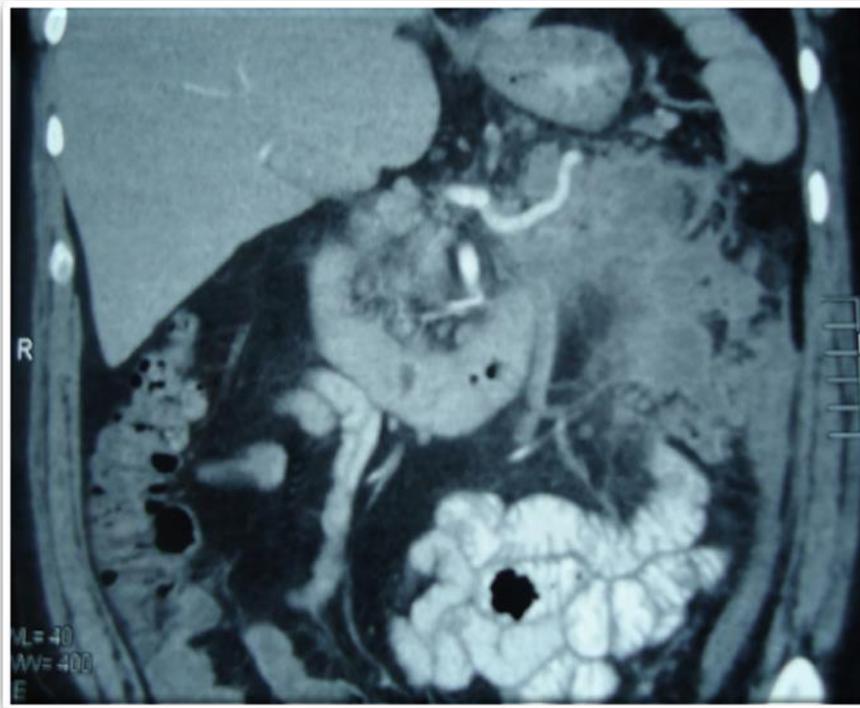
КТ картина острого тяжелого панкреатита.
